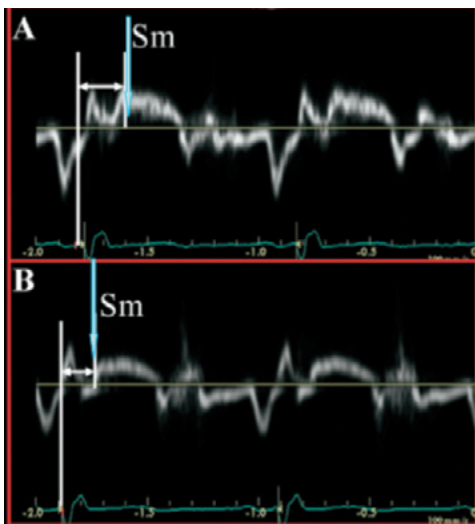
Doppler tisular de dos segmentos desde la onda “q” al comienzo de la onda “S” miocárdica. (Hay una primera onda picuda muy precoz, que casi coincide con el QRS, y corresponde a la contracción isovolumétrica por lo que no debe considerarse).
